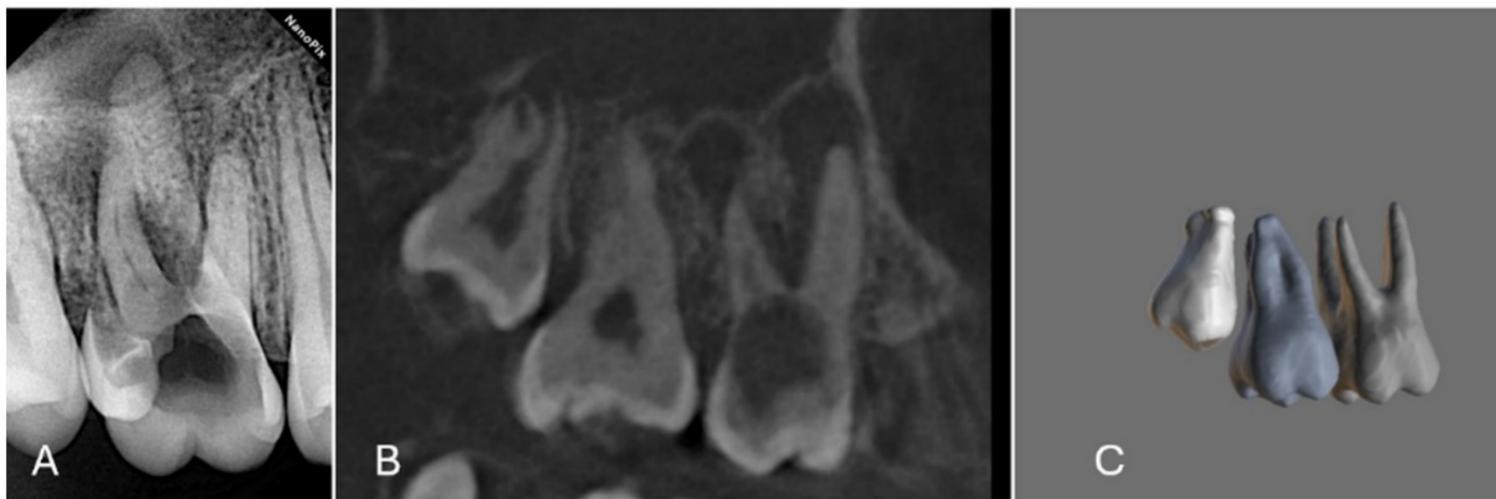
A) Radiografía periapical del diente 16. B) Corte axial de la tomografía computarizada de haz cónico (CBCT); se observan ápices inmaduros del diente 18. C) Segmentación 3D del diente donante.
